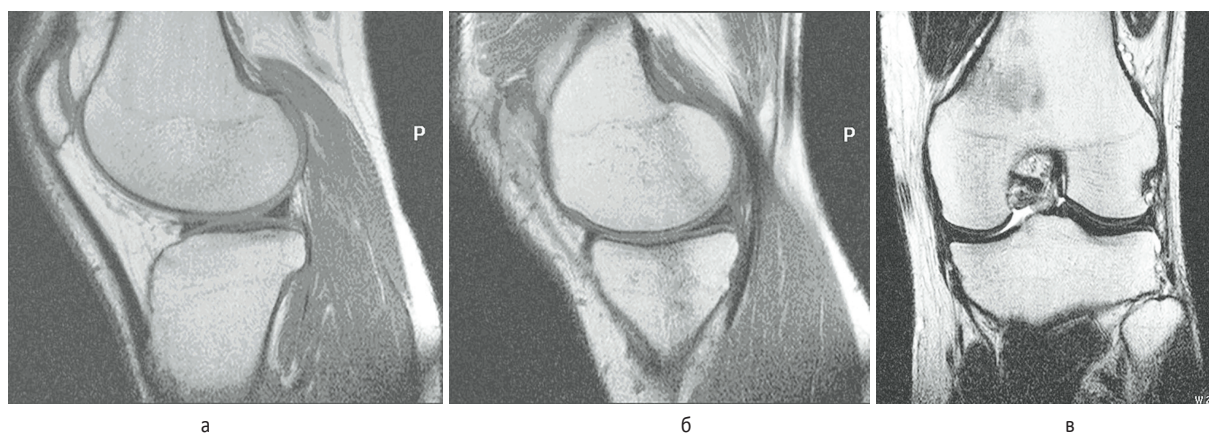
Состояние компенсации опорно-двигательных функций в отдаленном периоде травмы коленного сустава. МРТ левого коленного сустава пациентки С., 34 лет. T1/TSE в сагиттальной проекции (а, б) и T2/TSE в корональной проекции (в). Суставной хрящ равномерный, гомогенной структуры толщиной до 2,3мм. Контур мыщелков большеберцовой кости заострены. Краевые отделы суставных поверхностей мыщелков бедренной кости скошены. Дегенерация 1-й степени заднего рога медиального мениска (б). В полости сустава жидкость в физиологическом объеме
